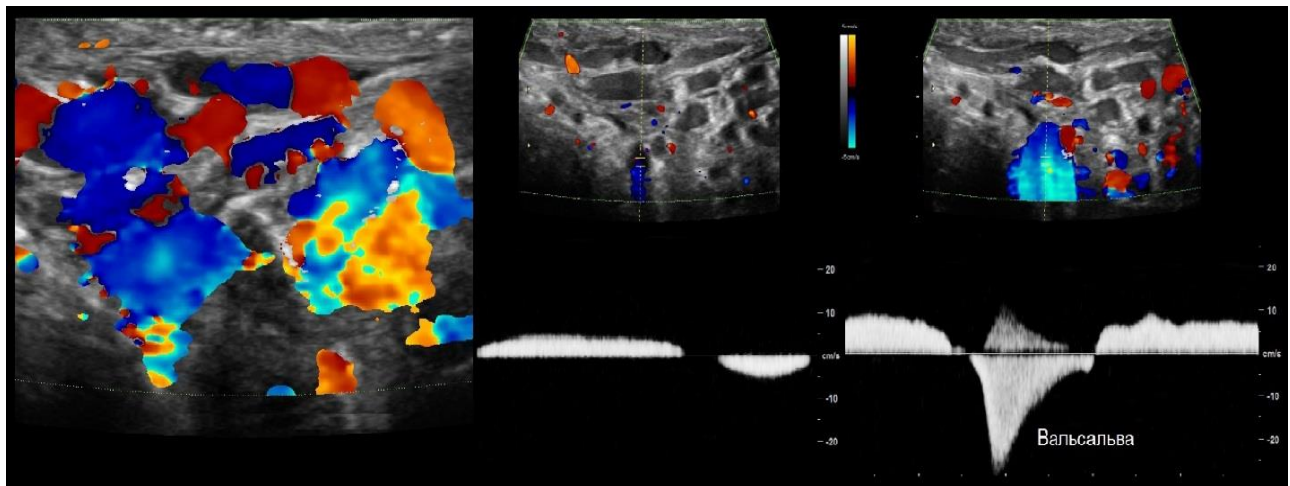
На УЗИ в покое до нижнего полюса яичка расширенные вены гроздевидного сплетения (1), реверс на вдох-выдох, скорость до 5 см/сек (2); при пробе Вальсальвы диаметр вен увеличивается, реверс и скорость до 30 см/сек (3). Важно исключить гипотрофию яичка
